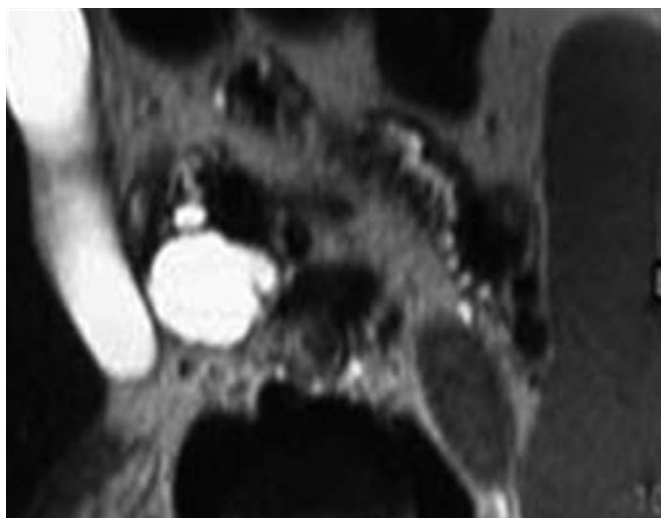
TIPMP dégénérée d'un canal secondaire céphalique. IRM en coupes fines pondérées T2, frontales. Importante dilatation de plus de 3 cm d'un canal secondaire céphalique. Carcinome *in situ*.
